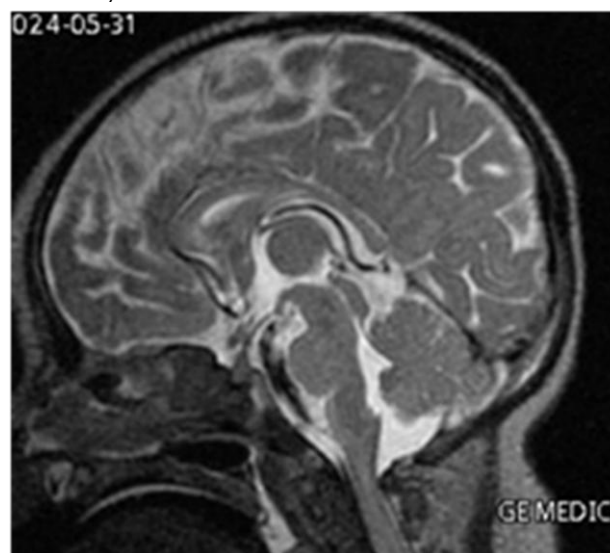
Resonancia magnética cerebral en secuencia T2, corte sagital. Se evidencian áreas hiperintensas parcheadas multifocales en la sustancia blanca cortical, con predominio en regiones parietal y temporal. El seno transversal y sigmoideo izquierdo no visualizados adecuadamente, lo que sugiere trombosis venosa dural.
